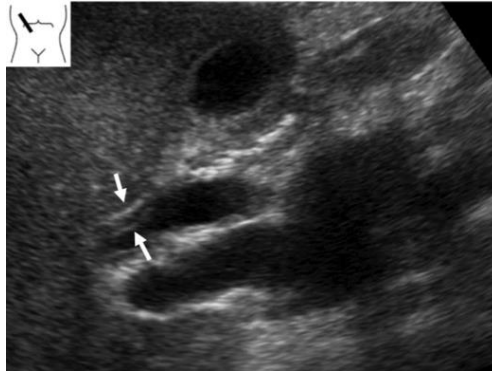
Ultrassonografia mostrando IgG4-SC. A ultrassonografia identifica espessamento concêntrico do ducto biliar extra-hepático (setas) (47).
